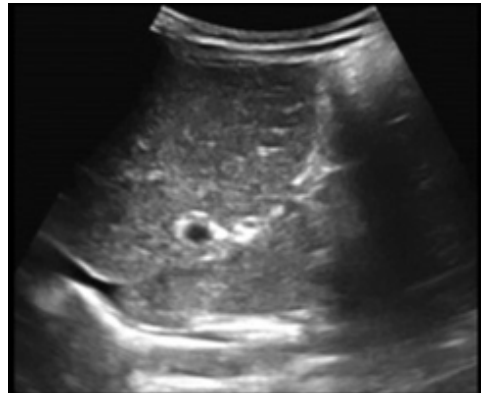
Coupes échographiques de l'hypochondre droit:
